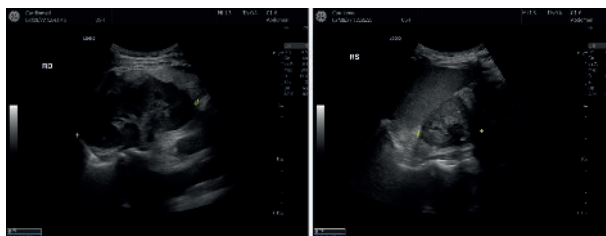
Ecografia rinichiului drept și stâng cu aspectul atrofic al rinichiului stâng (imaginea din dreapta)
